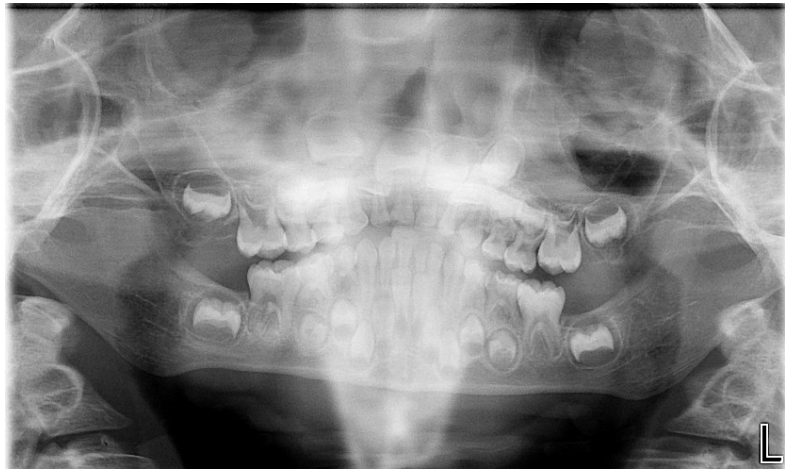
Ortopantomografia com 5 anos de idade
